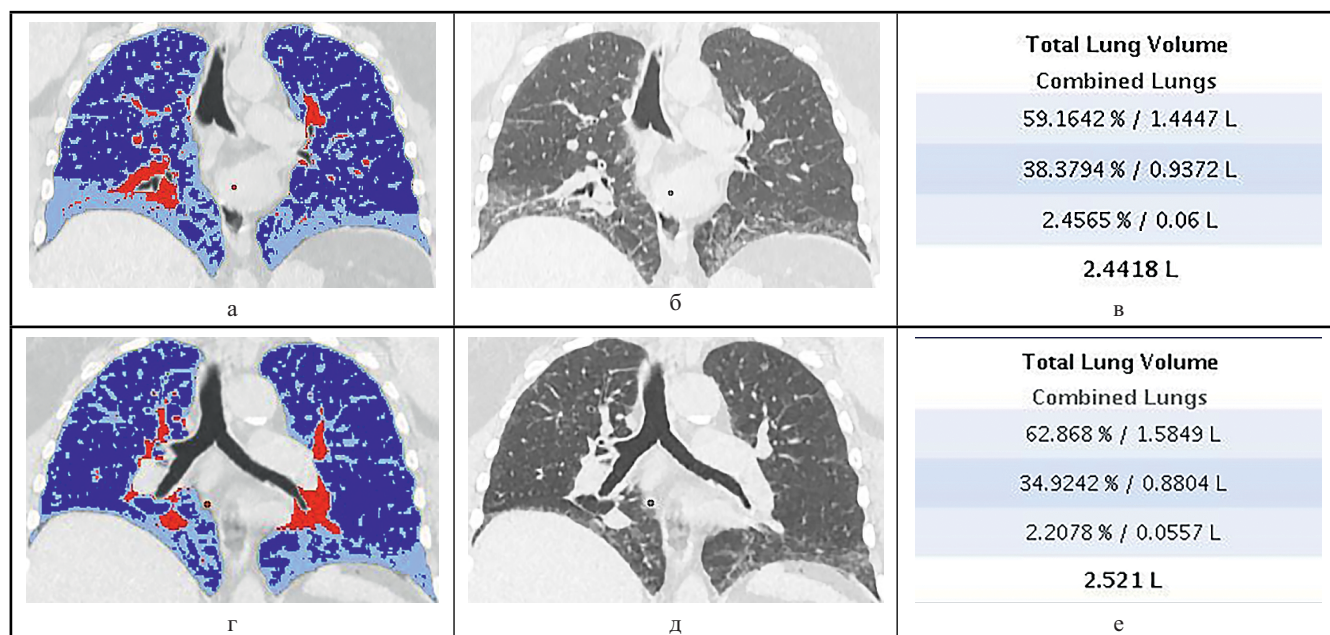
Компьютерные томограммы больного П. (пояснения в тексте)
